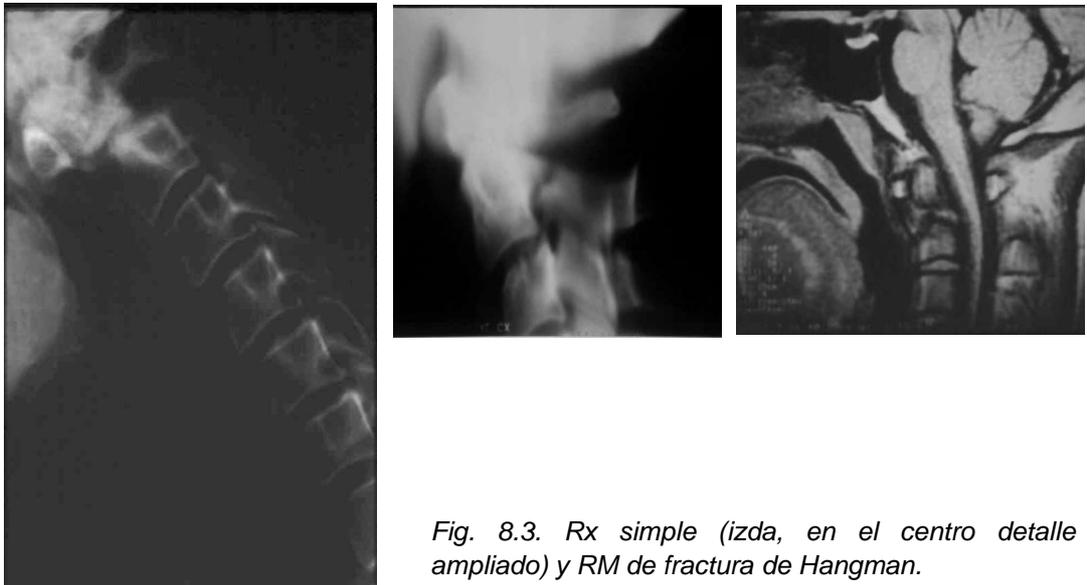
Rx simple (izda, en el centro detalle ampliado) y RM de fractura de Hangman.
